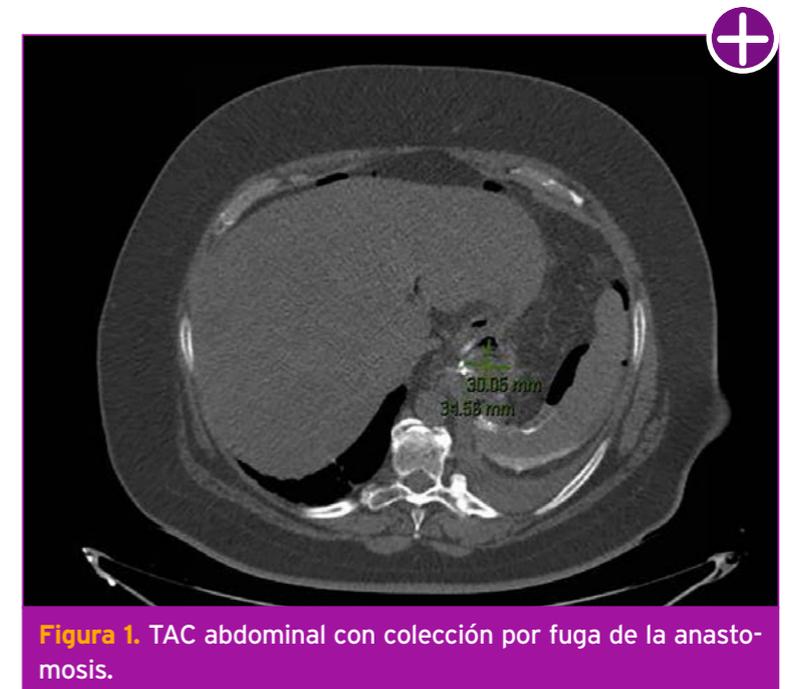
TAC abdominal con colección por fuga de la anastomosis.
